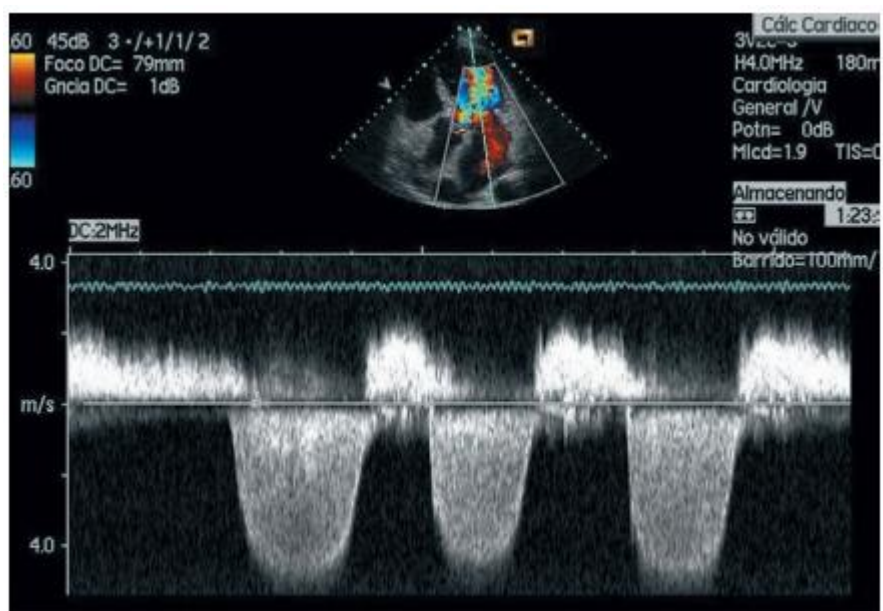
Doppler continuo de una insuficiencia mitral. La señal se ha obtenido guiando el haz de ultrasonido mediante Doppler color (imagen superior de la figura).
